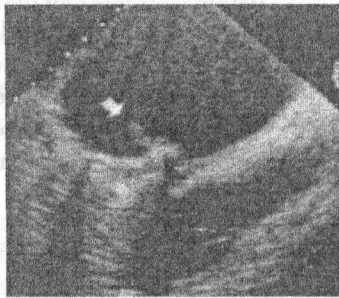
Échocardiogramme.
